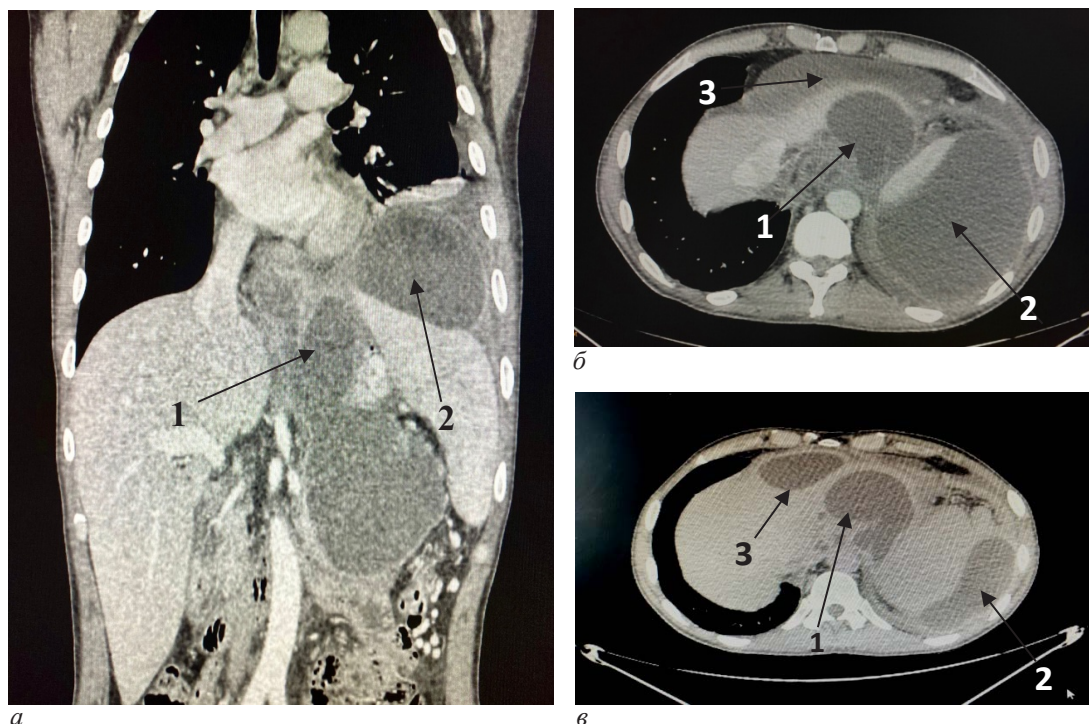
Компьютерная томография ОБП и ОГК: а – фронтальный срез; б, в – аксиальный срез: 1 – псевдокиста в области хвоста поджелудочной железы с распространением в заднее средостение; 2 – псевдокиста левого поддиафрагмального пространства; 3 – псевдокиста правого поддиафрагмального пространства
